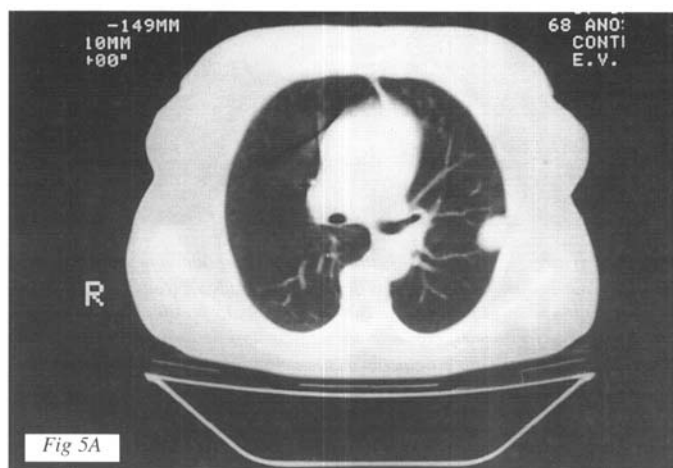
(caso 2) - Cortes axiais de tomografia computadorizada: de tórax, evidenciando múltiplos nódulos pulmonares metastáticos (A), e de abdome, exibindo nódulos hepáticos metastáticos (B), em paciente amputada por melanoma anorretal maligno.
